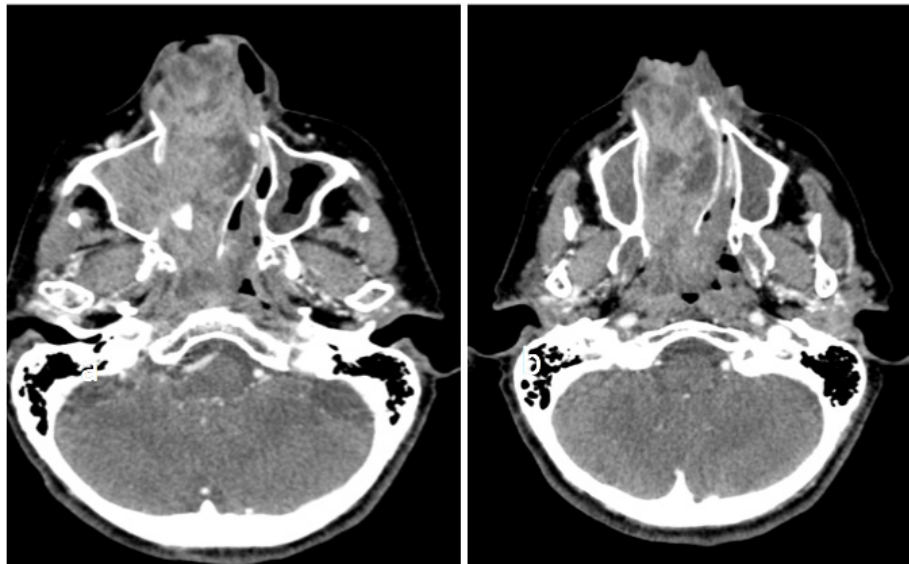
TC de MCF con contraste endovenoso. Cortes axiales. Protrusión hacia las coanas y Cavum con marcado realce postcontraste (a y b).
